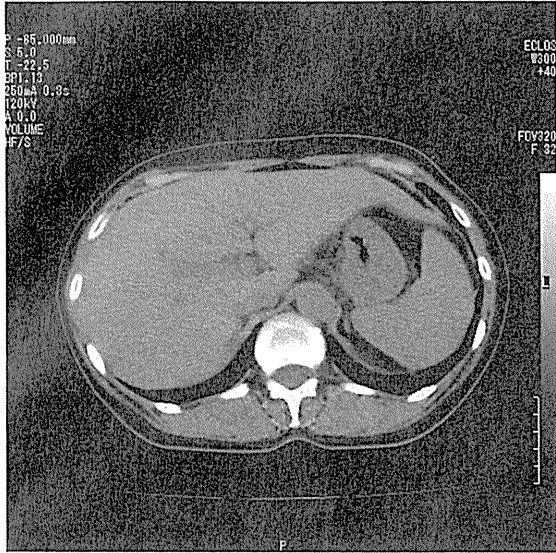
abdominal computed tomography showed normal findings of liver and spleen.
